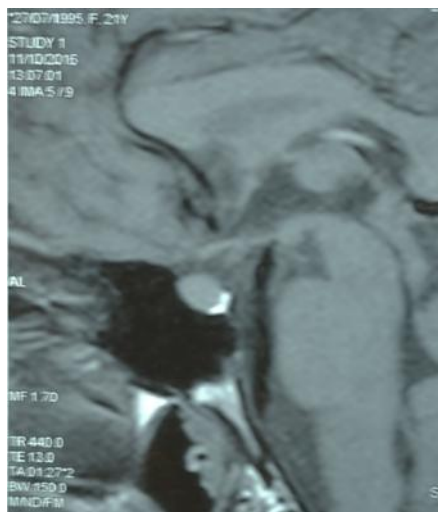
Магнитно-резонансная томография гипофиза с контрастированием. Микроаденома гипофиза. Собственное наблюдение
